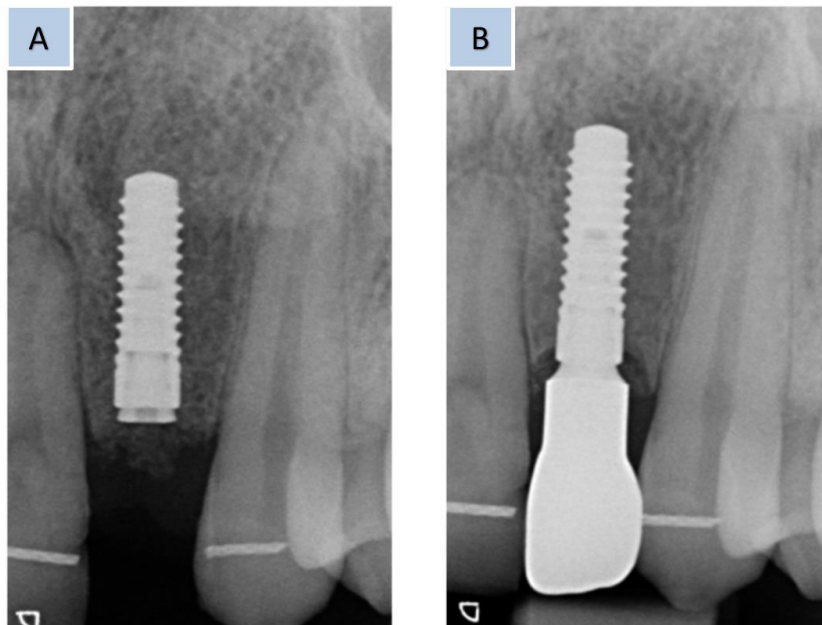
A) Radiografía intraoral de un paciente fisurado mostrando el implante inmediatamente después de colocado. B) 12 meses después de instalado. Alberga y Col. *Dental Implant placement in alveolar cleft patients.* (2020). (42)
